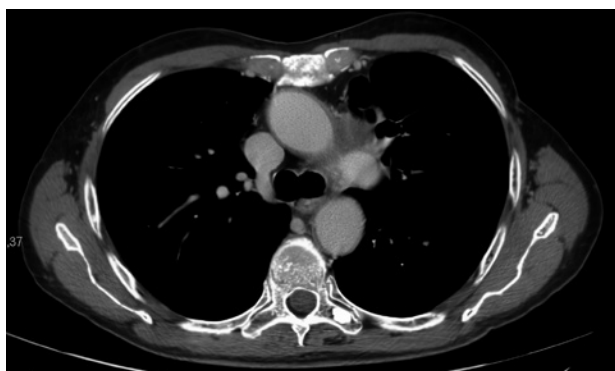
Rivalutazione TC tb con mdc dopo 9 mesi (+ 1 mese da radioterapia su residuo).
